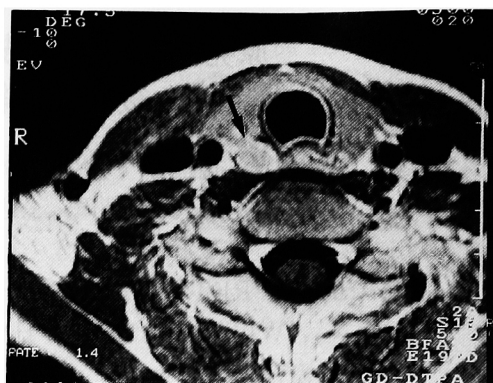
Gd-DTPA enhanced T1 weighted MRI shows hyperintensity mass between trachea and thyroid.
